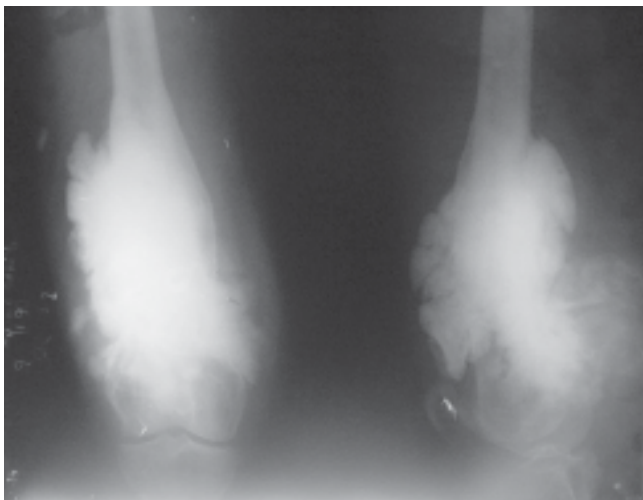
Radiografía. Vistas frontal y lateral del tercio distal del fémur. Osteopetrosis por un sarcoma parosteal.
